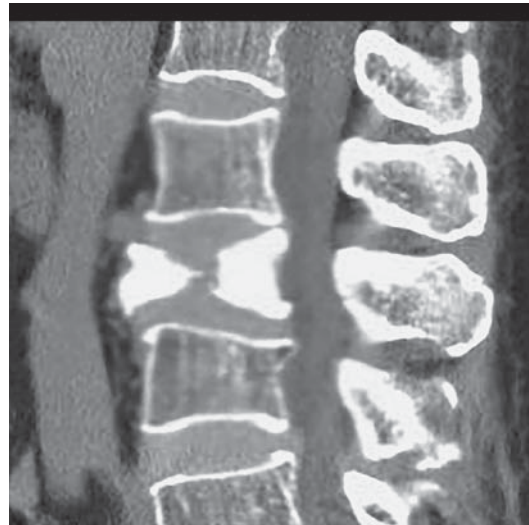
КТ-изображение пациентки А., 63 лет, после операции. Дорсальный и вентральный фрагменты тела позвонка заполнены костно-пластическим материалом полноценно. Экстравертебрального распространения адгезива не определяется.
